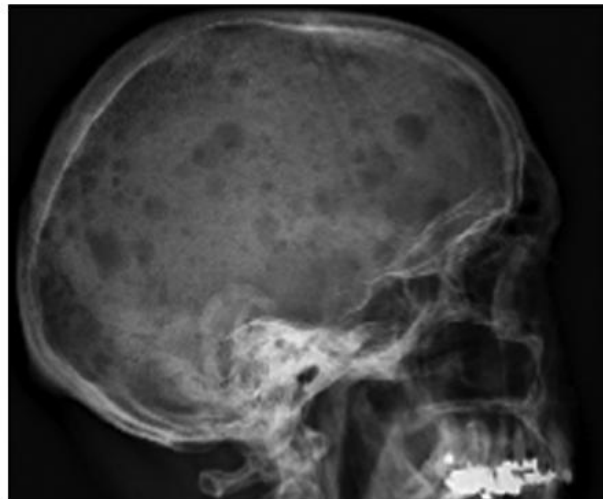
Lacunes osseuses à l'emperte-pièce (radiographie standard).
